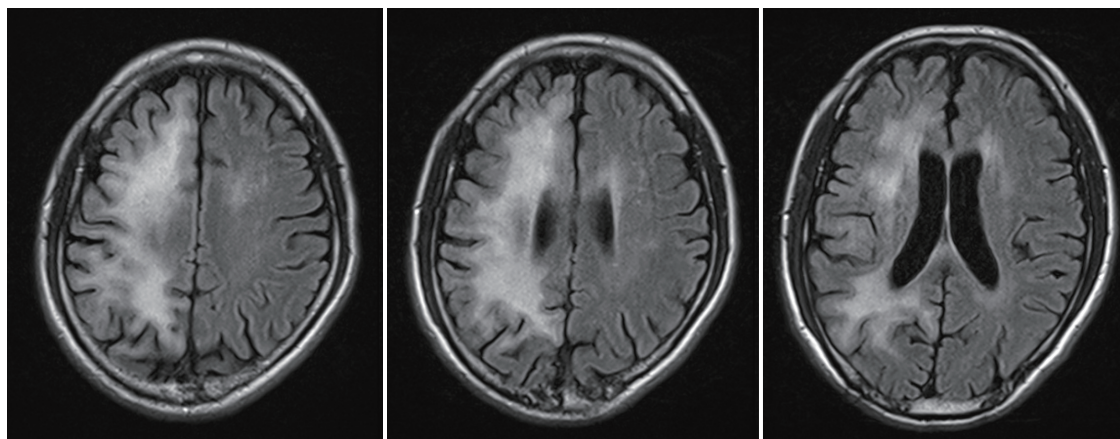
Brain MRI after steroid treatment. Brain MRI after steroid treatment showed resolution of previous gyral swelling with slightly decreased extent of multifocal T2 high signals at the right frontoparietotemporal lobe, insula, and left frontotemporal white matters. MRI; magnetic resonance imaging.
